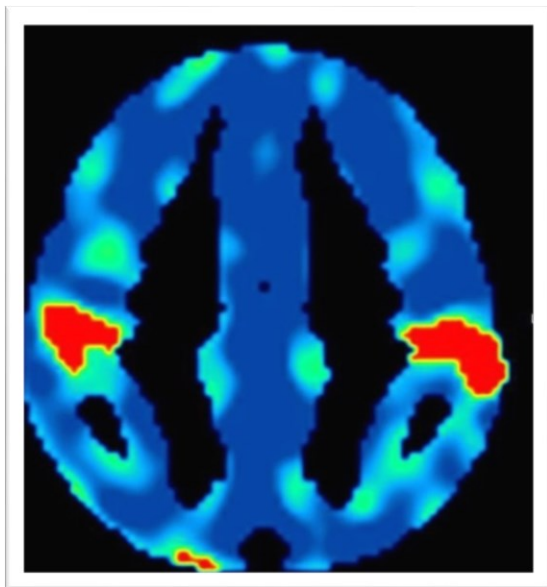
Beispielhafte PET von Proband UN200838
